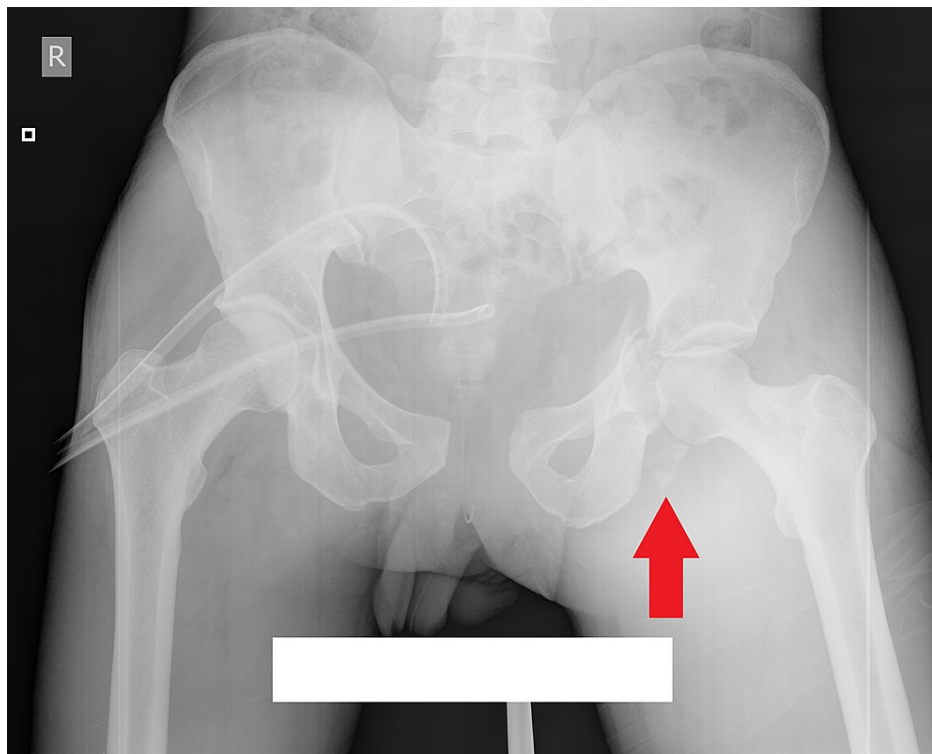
X-ray after closed reduction of left hip joint.
